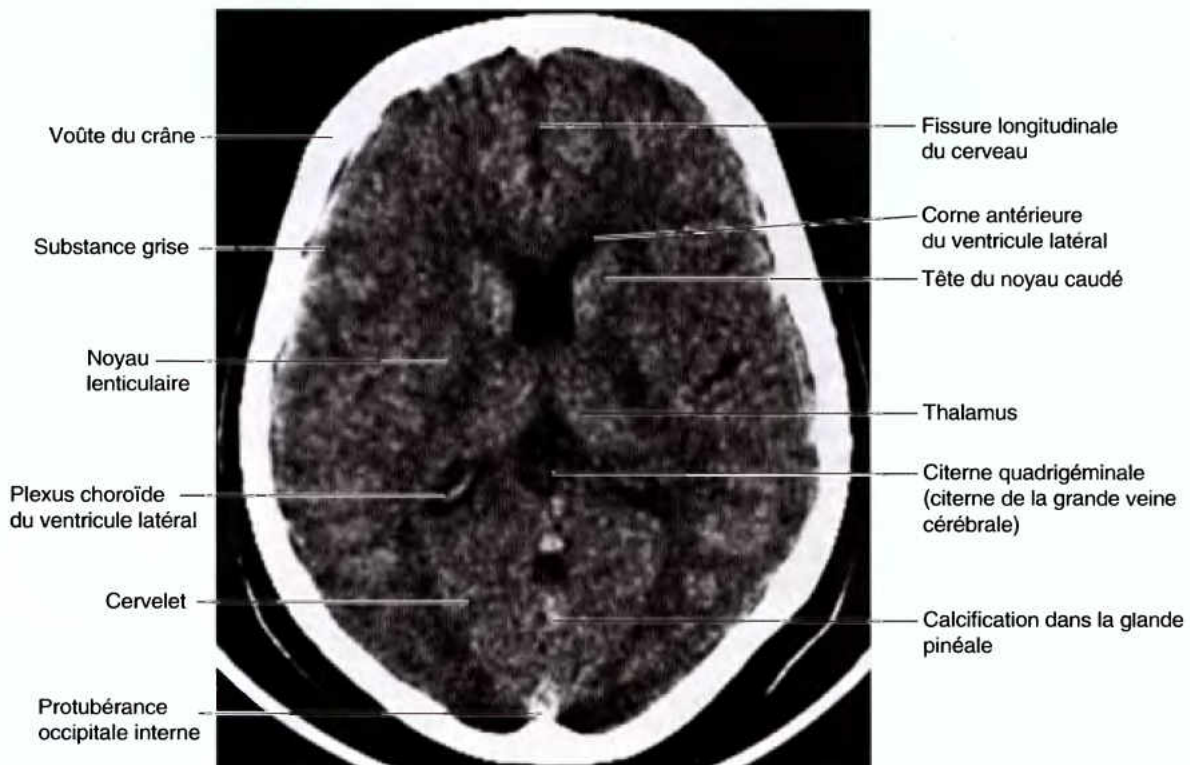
Coupe TDM transversale (axiale) de l'encéphale. On reconnaît les ventricules, différentes parties de l'encéphale et le plexus choroïde du ventricule latéral.
